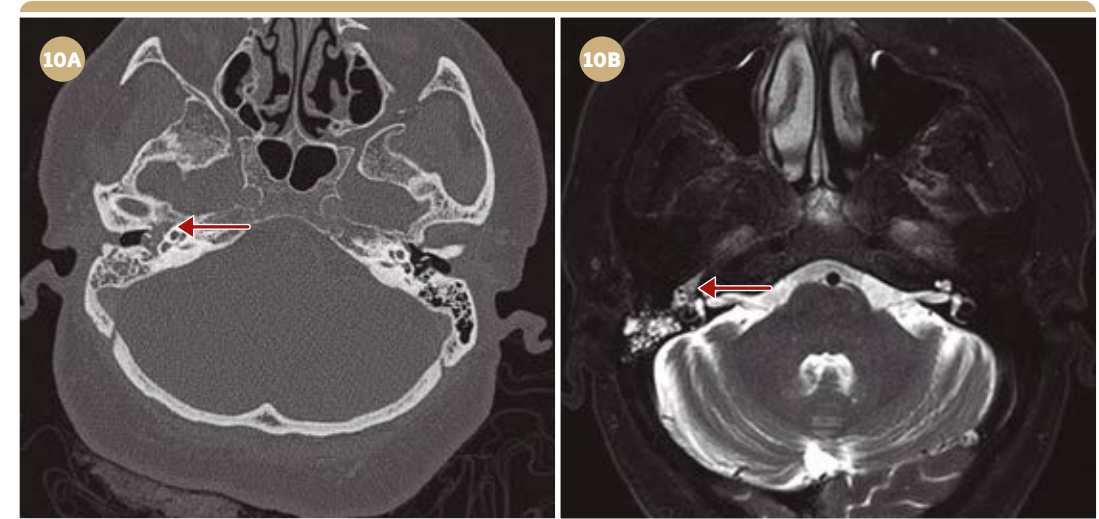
Perda auditiva condutiva, plenitude aurial e zumbido pulsátil à direita. Em 10A, imagem de TC axial filtro ósseo mostra preenchimento inespecífico da cavidade timpânica direita (seta). Em 10B, imagem de RM axial T2 SE permite identificar um nódulo com hipossinal em T2 (seta) localizado junto ao promontório coclear. Em 10C, imagem de RM axial T1 com saturação de gordura e após administração endovenosa do gadolínio evidencia realce da lesão no promontório, denotando natureza sólida. O conjunto dos achados é compatível com pequeno glomus timpânico.
